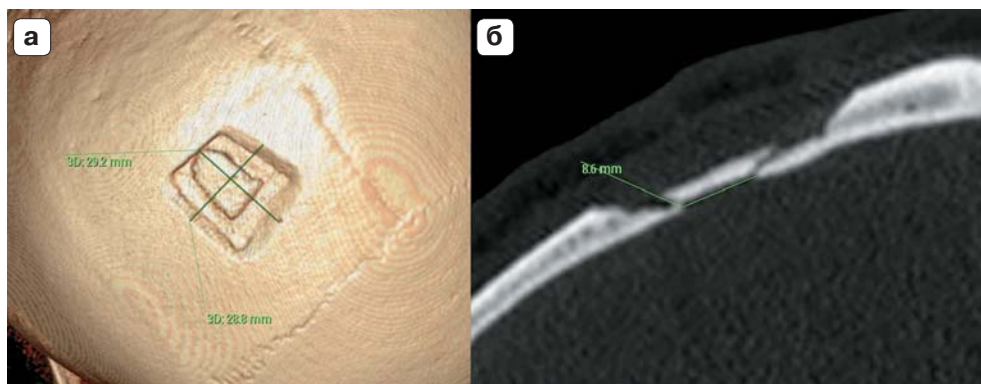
Зона забора ауто трансплантата. КТ-изображения. Осложнение в виде нарушения целостности внутренней кортикальной пластинки теменной кости. а – 3D-реконструкция; б – аксиальный срез.
